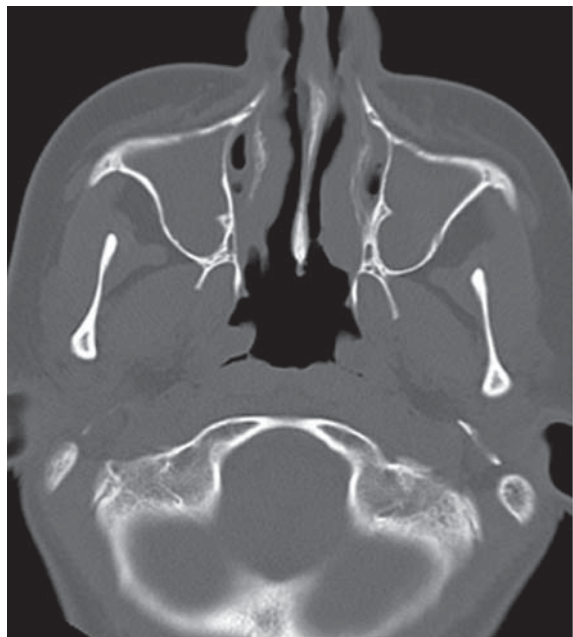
КТ придаточных пазух носа.
